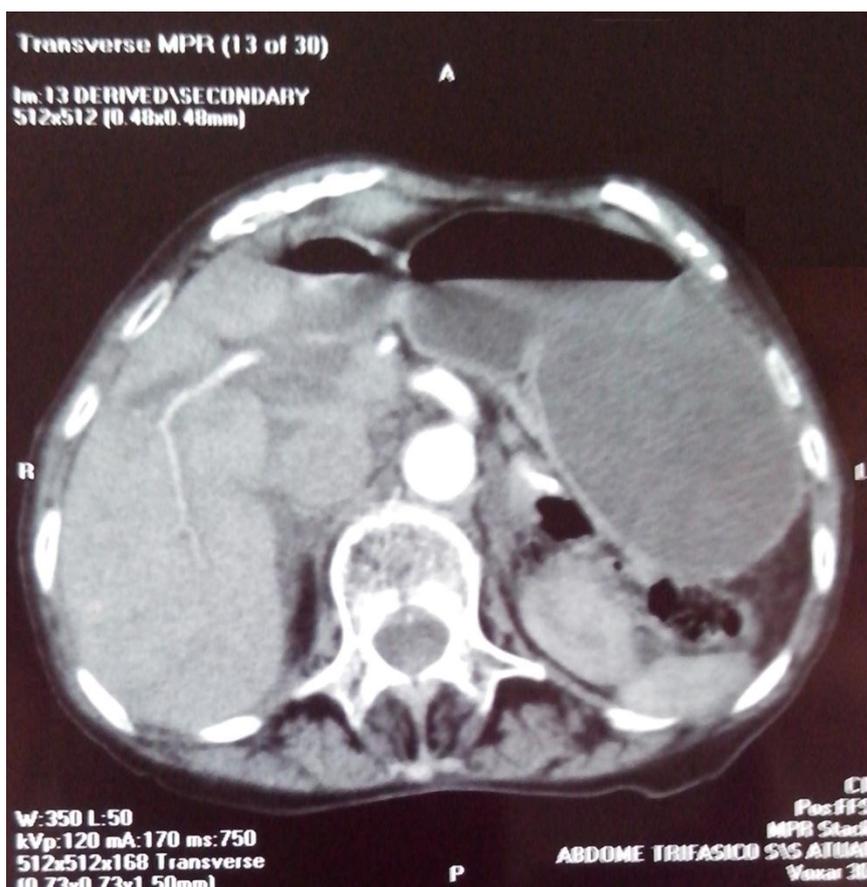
TC do abdome sem contraste: acentuada dilatação de algumas alças de delgado, duodeno e câmara gástrica, com ponto de obstrução localizado em topografia pélvica. Não foram observados sinais de linfonodomegalias abdominais.
